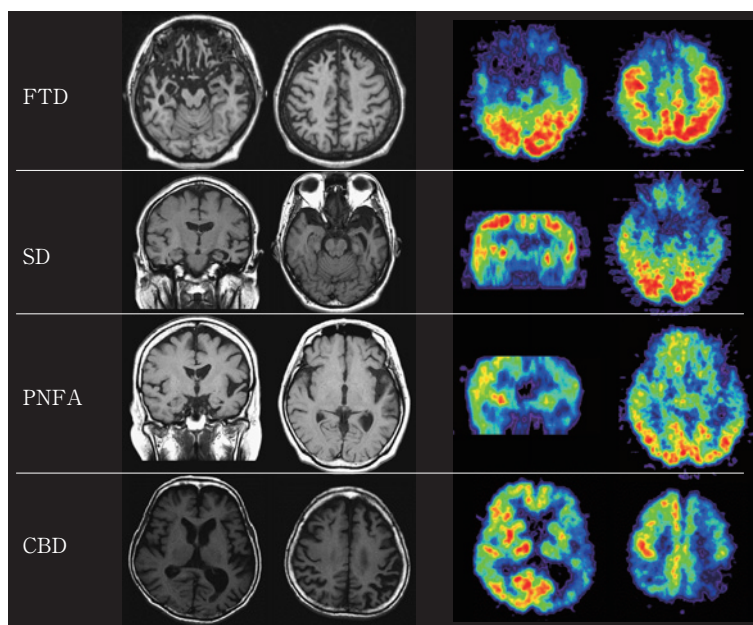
前頭側頭葉変性症の各病型と皮質基底核変性症の T1 強調 MRI と FDG PET. 葉性萎縮およびそれに対応した部位に極端なブドウ糖代謝率の低下がみられる。いずれでも左右差がめだっている。
